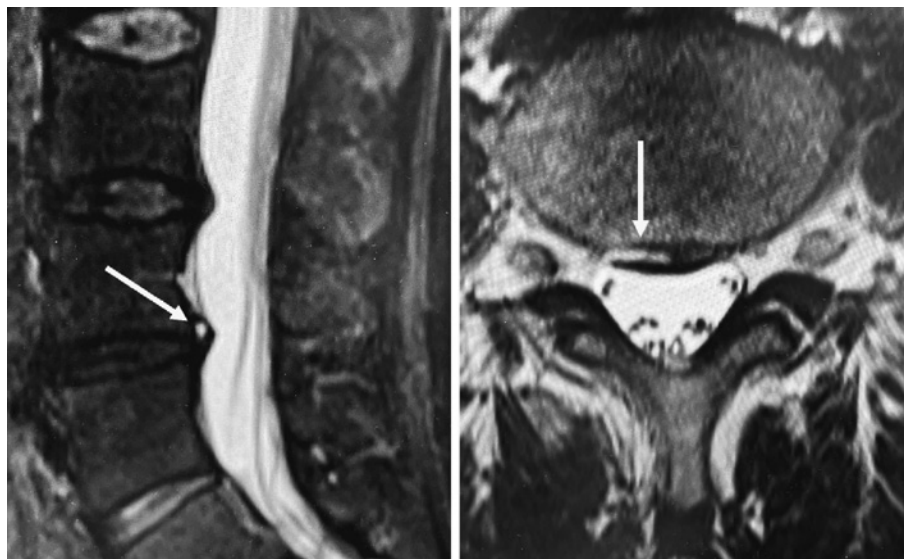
T2強調MRIにおけるhigh-intensity zone (HIZ)
